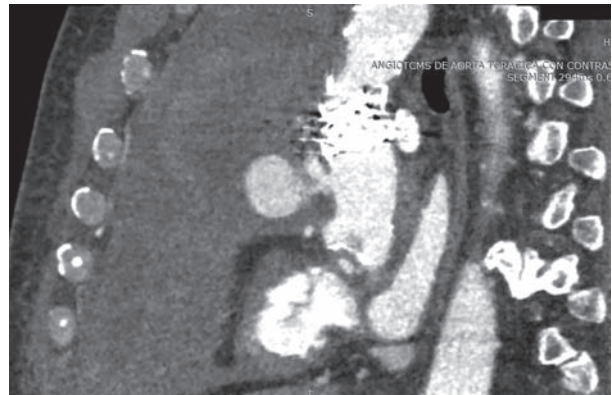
Angiotomografía de aorta. Flecha roja: pseudoaneurisma de aorta ascendente. Flecha celeste: stent graft colocado por primer pseudoaneurisma.
